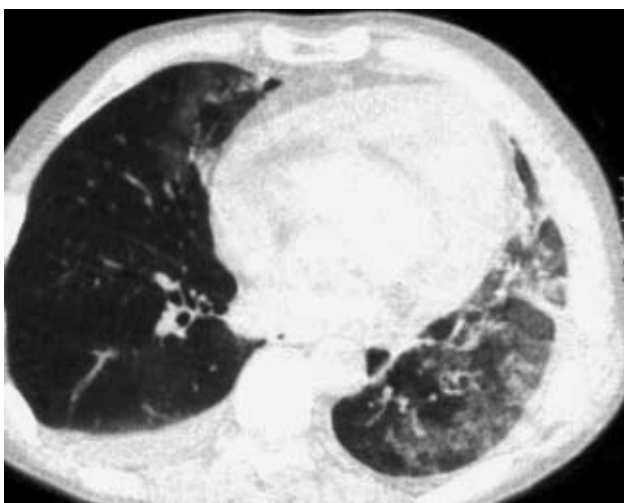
КТ больного обычной интерстициальной пневмонией (ОИП) (толщина среза 10 мм). Интерстициальный, перибронхиальный фиброз, субплевральные уплотнения легочной ткани, кисты, исчезновение сосудистого рисунка.*
